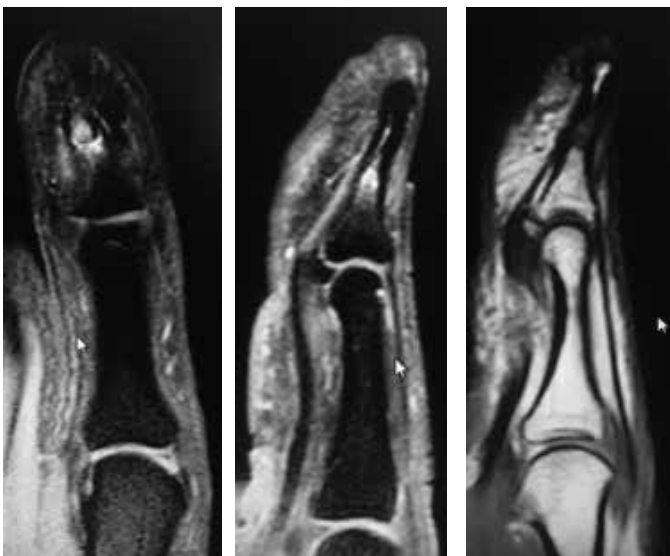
Ressonância magnética do polegar evidenciando lesão na falange distal com hiperssinal em T2 no corte coronal (A) e sagital (B), e com hipossinal em T1 (C).
